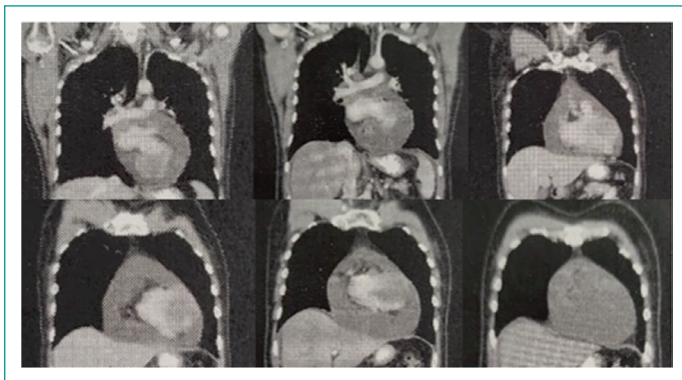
Computed axial tomography with coronal cuts where visualized 6 cm biventricular lesion and 5 cm right atrium lesion, global pericardial effusion.
